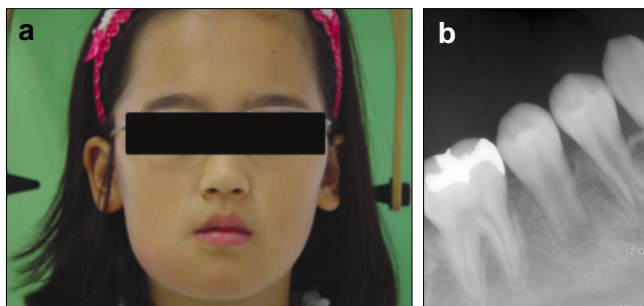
Clinical photograph and periapical radiograph of case 1 at first visit. (a) On extraoral examination, photograph showing a facial swelling on the right buccal area. (b) Note the radiolucent lesion with a wide open apex at the periapical area on lower right second premolar.
